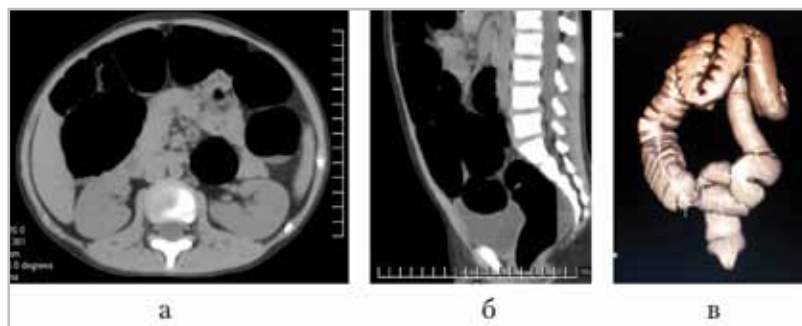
МСКТ-ВКС. Долихоколон (*a* — аксиальный срез, *б* — сагиттальный срез, *в* — 3D-реконструкция). Толстая кишка удлинена на уровне поперечно-ободочного и нисходящего отдела. Гаустры сглажены в нисходящем отделе толстой кишки
